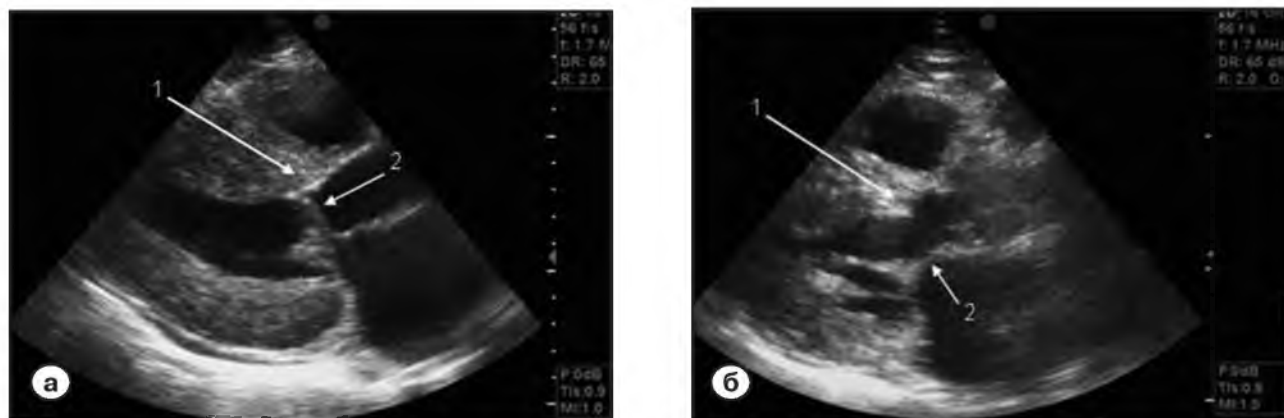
Эхокардиографическая картина ВТ ЛЖ до (а) и после (б) септальной абляции: а – картина обструкции ВТ ЛЖ: 1 – гипертрофированная МЖП, 2 – передне-систолическое движение передней створки митрального клапана; б – через 12 месяцев: 1 – редукция МЖП, 2 – передняя створка МК.
